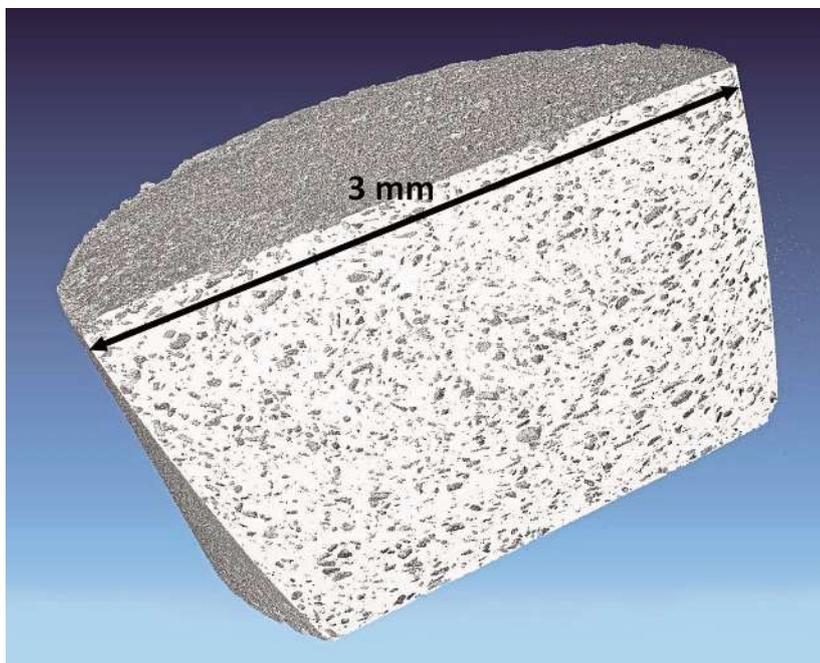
image d'un échantillon d'éponge de titane obtenue grâce à la tomographie X.
